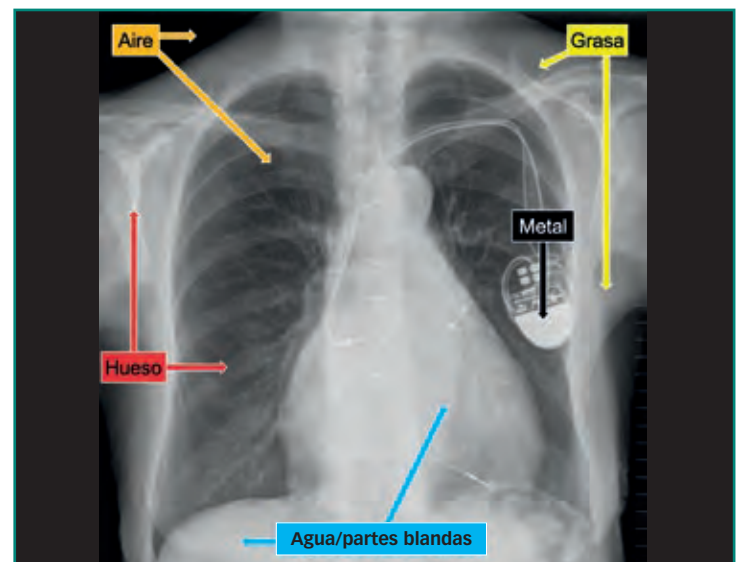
Diferentes densidades radiológicas en radiografía.
